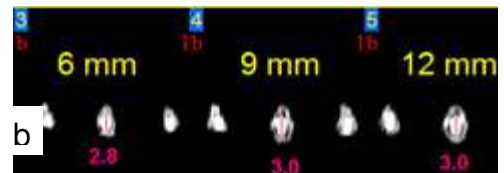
(b)- Tomografia do canal cirúrgico da amostra 2
